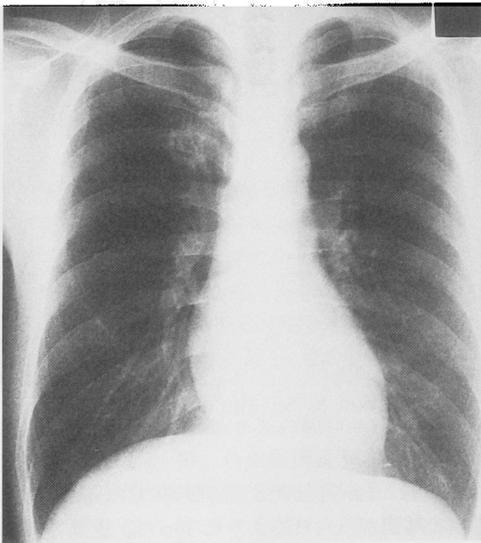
Chest X-ray film of case no. 5 on Oct. 27, 1988.
